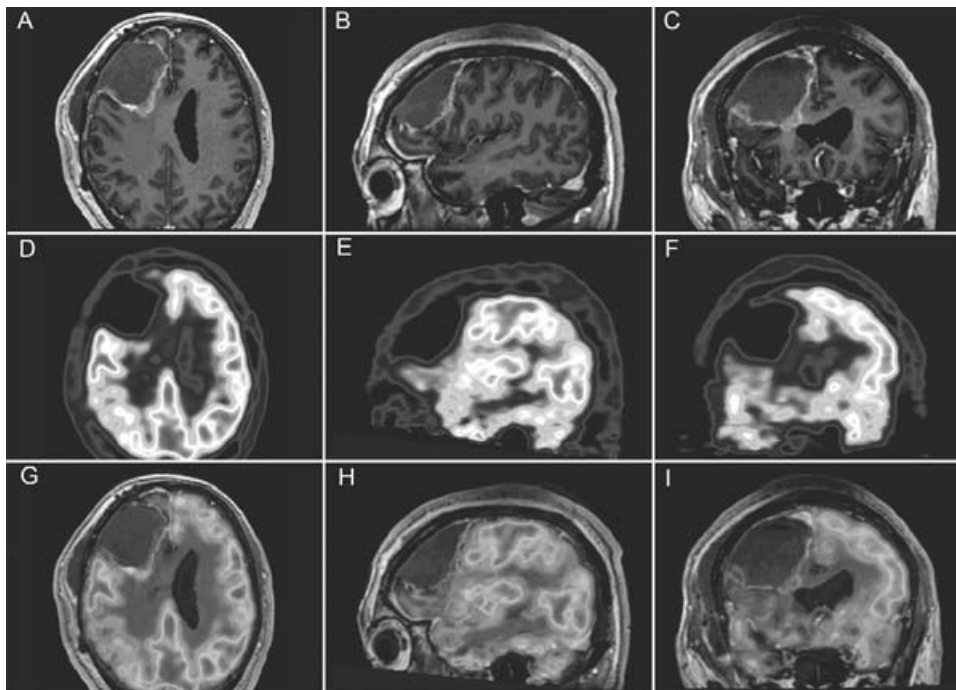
Glioblastoma Multiforme en un hombre de 48 años (paciente 9), manejado con cirugía, actualmente con diagnóstico de radionecrosis por imagen. Las imágenes de RM contrastada en cortes axial, sagital y coronal (A-C) muestran un área de extensa de reforzamiento en la región frontal derecha, pero sin observar zonas de metabolismo con el ^{18}F -FDG PET (D-F), lo que se corrobora en el co-registro de imágenes PET/RM (G-I).
